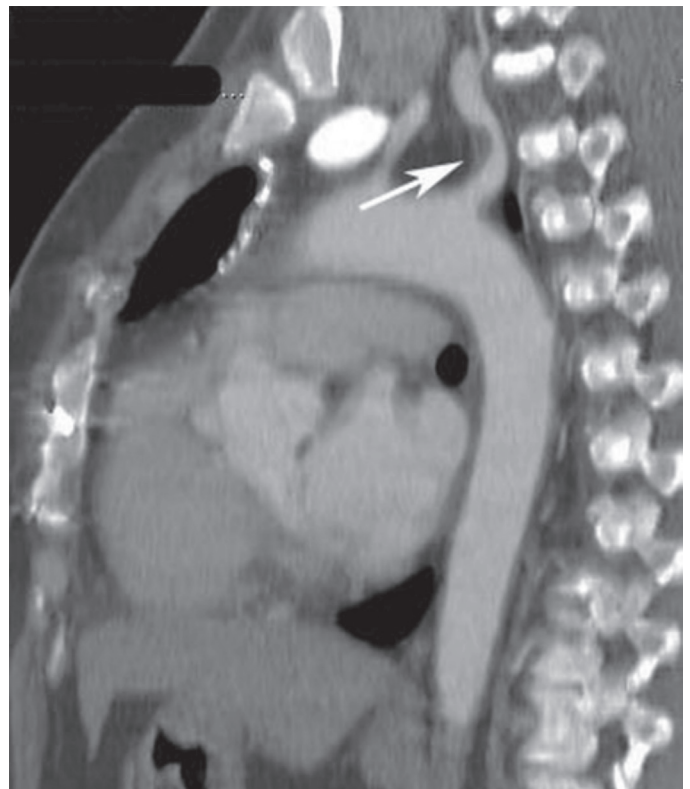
Sagittal reformatted image of contrast enhanced chest computed tomography, confirms the presence of significant stenosis (arrow) in the proximal left subclavian artery
